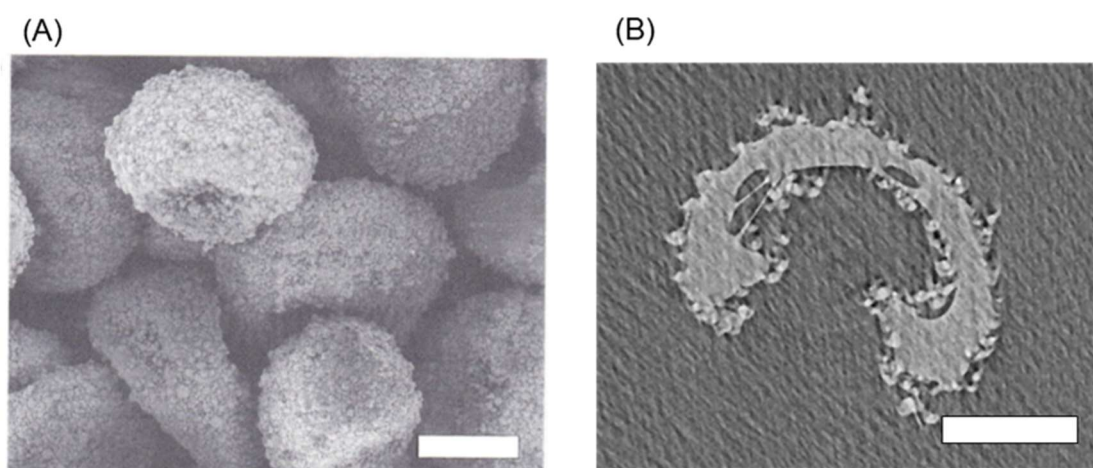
Appearance of UO/CsA. (A) Surface morphology observed with SEM. (B) Cross sectional image observed with micro X-ray CT scanning. Bars represent 200 μm .
